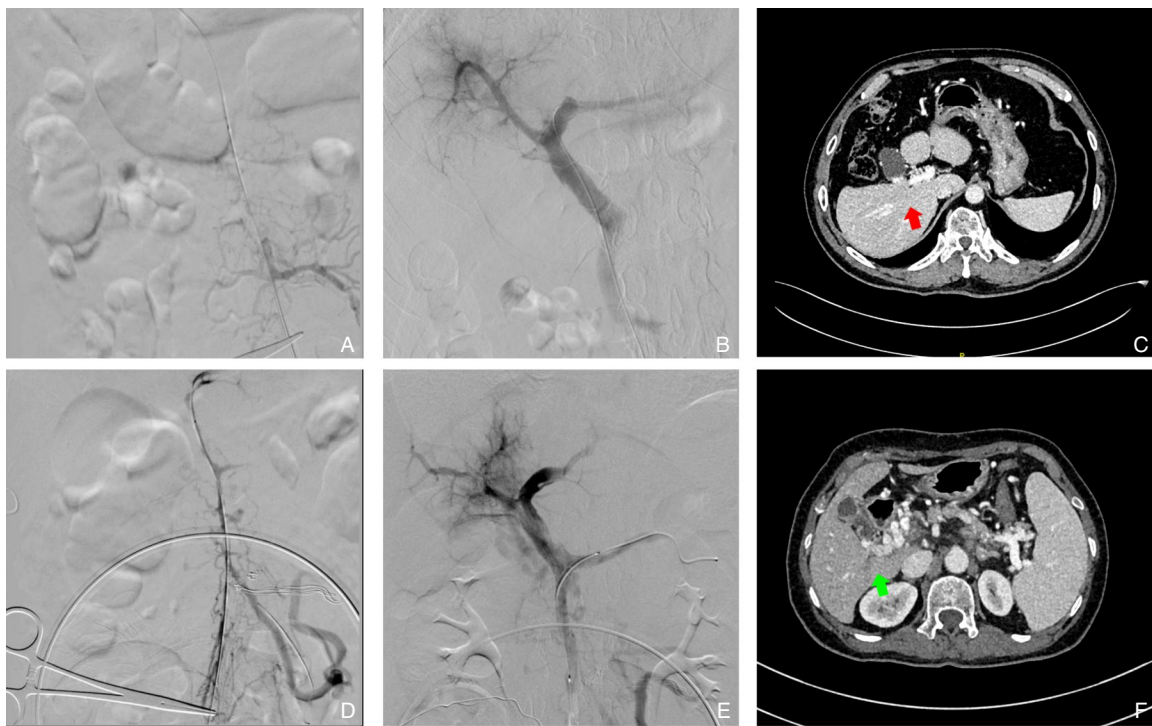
AngioJet溶栓吸栓联合球囊扩张治疗急性PVT的典型影像学图像 A-C: 66岁男性,术前顺行造影显示肠系膜上静脉及门静脉主干和左右支广泛血栓形成,AngioJet溶栓吸栓联合球囊扩张后血流明显恢复,清除率Ⅲ级,术后3个月增强CT显示门静脉主干完全再通(红色箭头);D-F: 67岁女性,术前造影显示肠系膜上静脉、脾静脉及门静脉系统广泛血栓形成,术后血流部分恢复,清除率Ⅱ级;术后3个月增强CT显示门静脉部分再通并形成侧支循环(绿色箭头)
